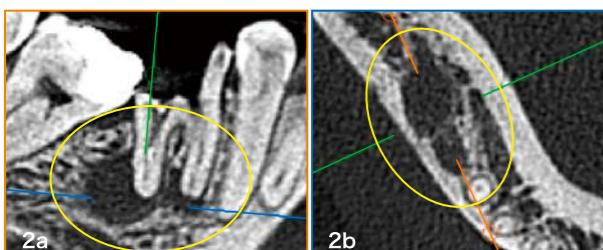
CT画像では想像以上に大きな根尖病変であることがわかった。
